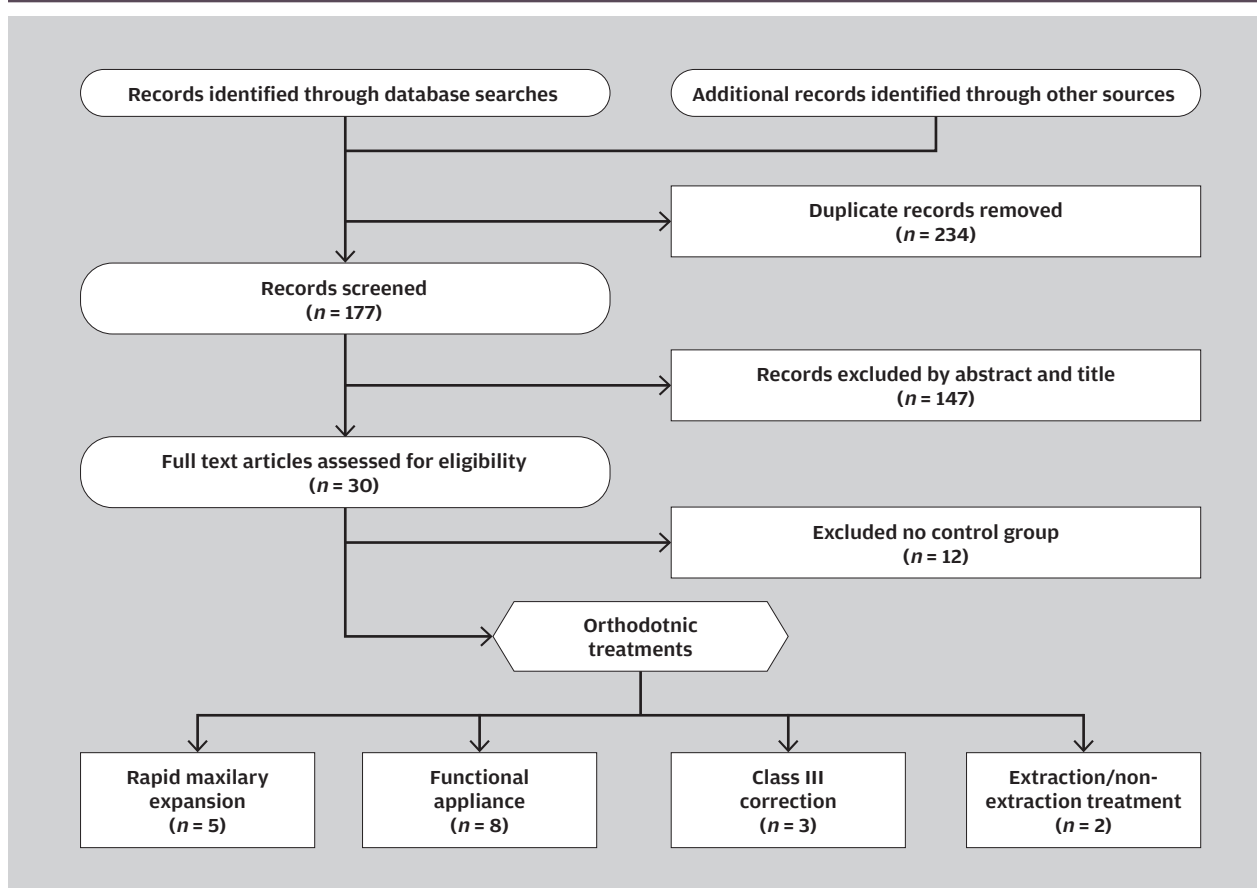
Results of the literature search using the following search term: (((orthodont*) AND airway) AND (cone beam computed tomography OR cone beam CT OR cone-beam CT OR CBCT OR 3D volumetric computed tomography OR volume computed tomography OR 3D OR 3-D OR three dimensions OR three-dimensional OR three-dimension) AND (child* OR adolescent)).
